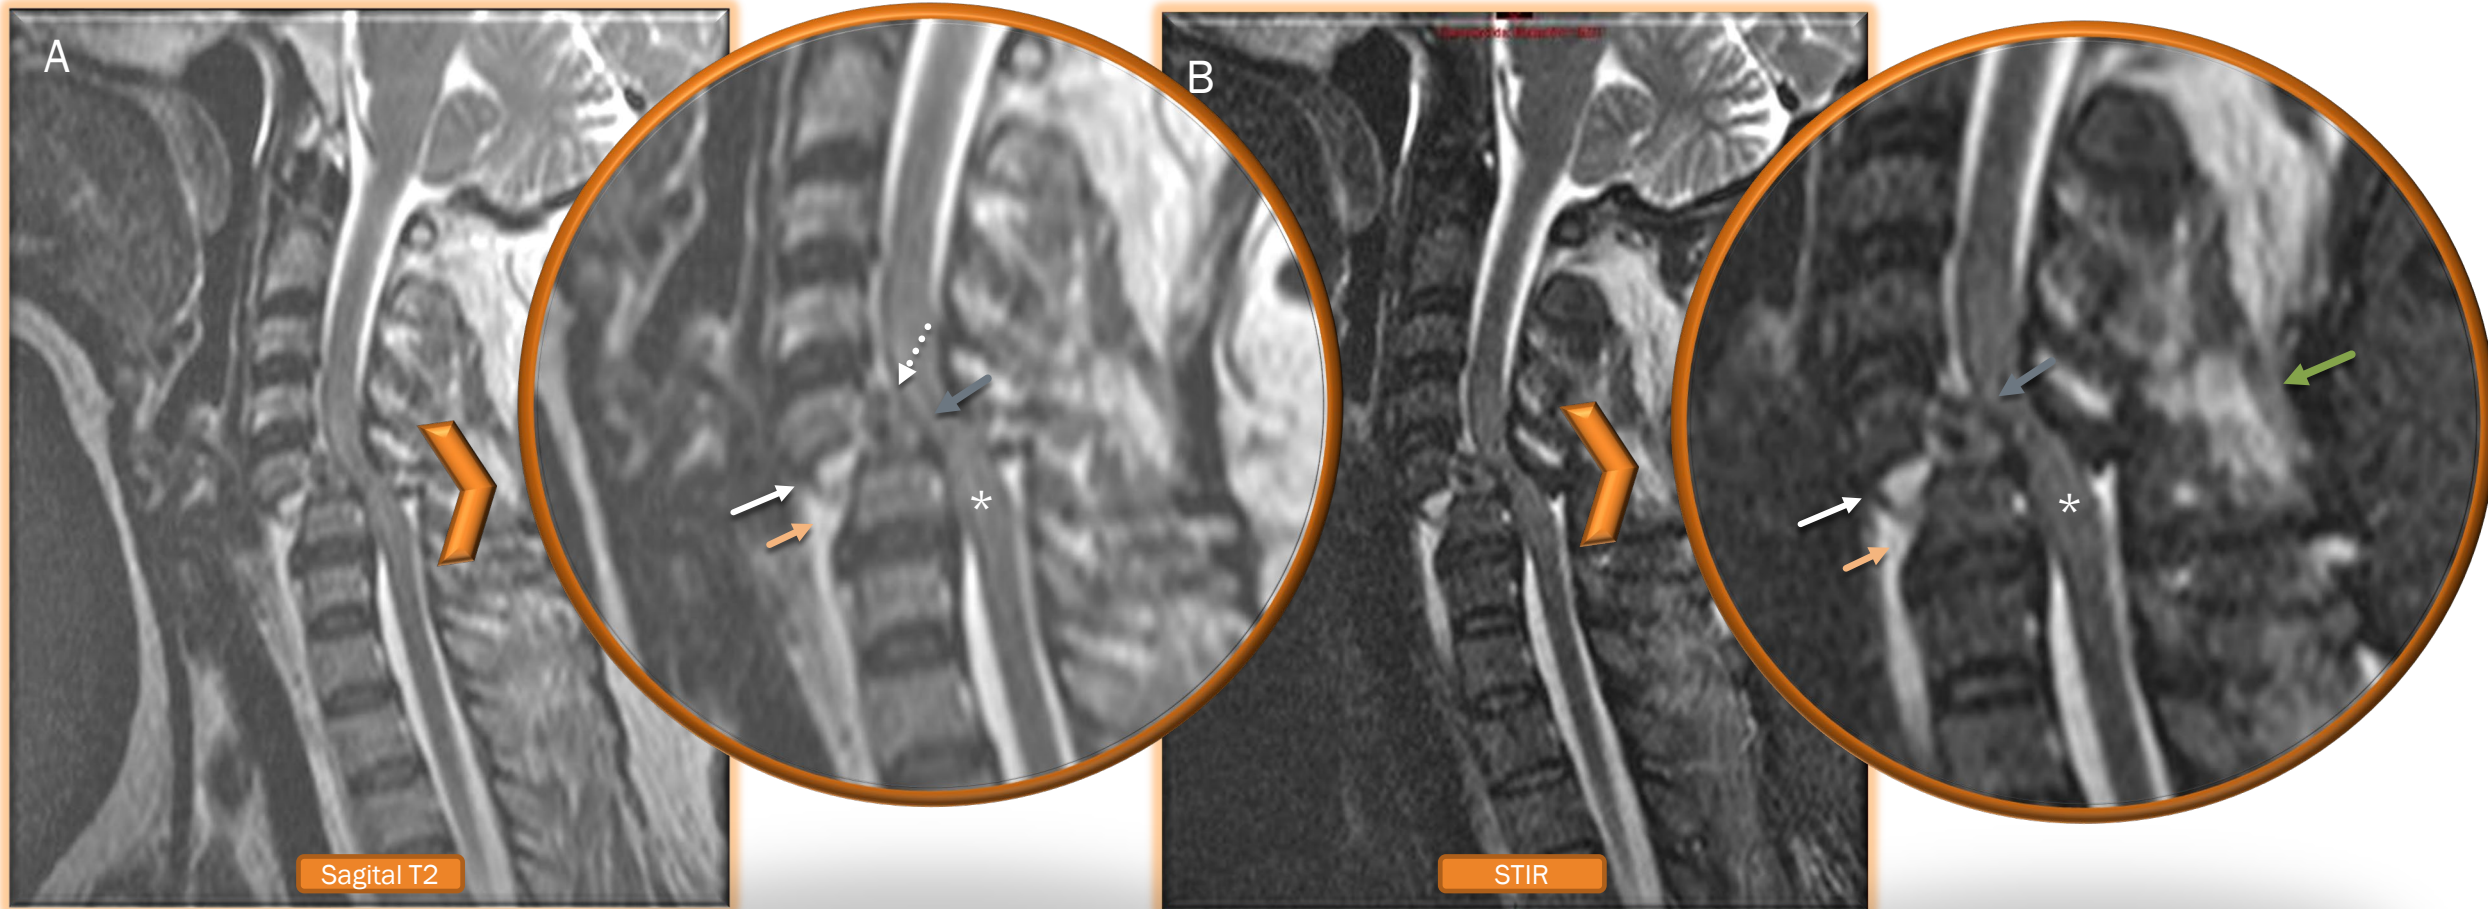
RM de columna cervical. (A) Sagital T2 (B) Sagital STIR, paciente femenina que presenta accidente automovilístico muestra ruptura del disco intervertebral C6-C7 (flecha blanca) con desalineación posterior de C7 y reducción del canal medular comprimiendo el cordón medular, el cual presente incremento de la señal vinculable a edema difuso (asterisco). Las imágenes traducen ruptura de los ligamentos anterior (flecha naranja) y posterior (flecha gris). También se observa ruptura del ligamento amarillo (flecha blanca punteada). En sagital STIR (B) se demuestra desplazamiento de las apófisis espinosas de los niveles C6 y C7 con abundante edema de los tejidos de partes blandas vecinas, en relación a ruptura del ligamento interespinoso (flecha verde).
